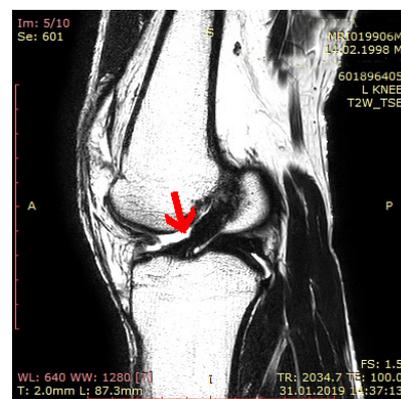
срез МРТ в косой проекции того же пациента, отмечается разрыв передне-медиального пучка (указан стрелкой).
